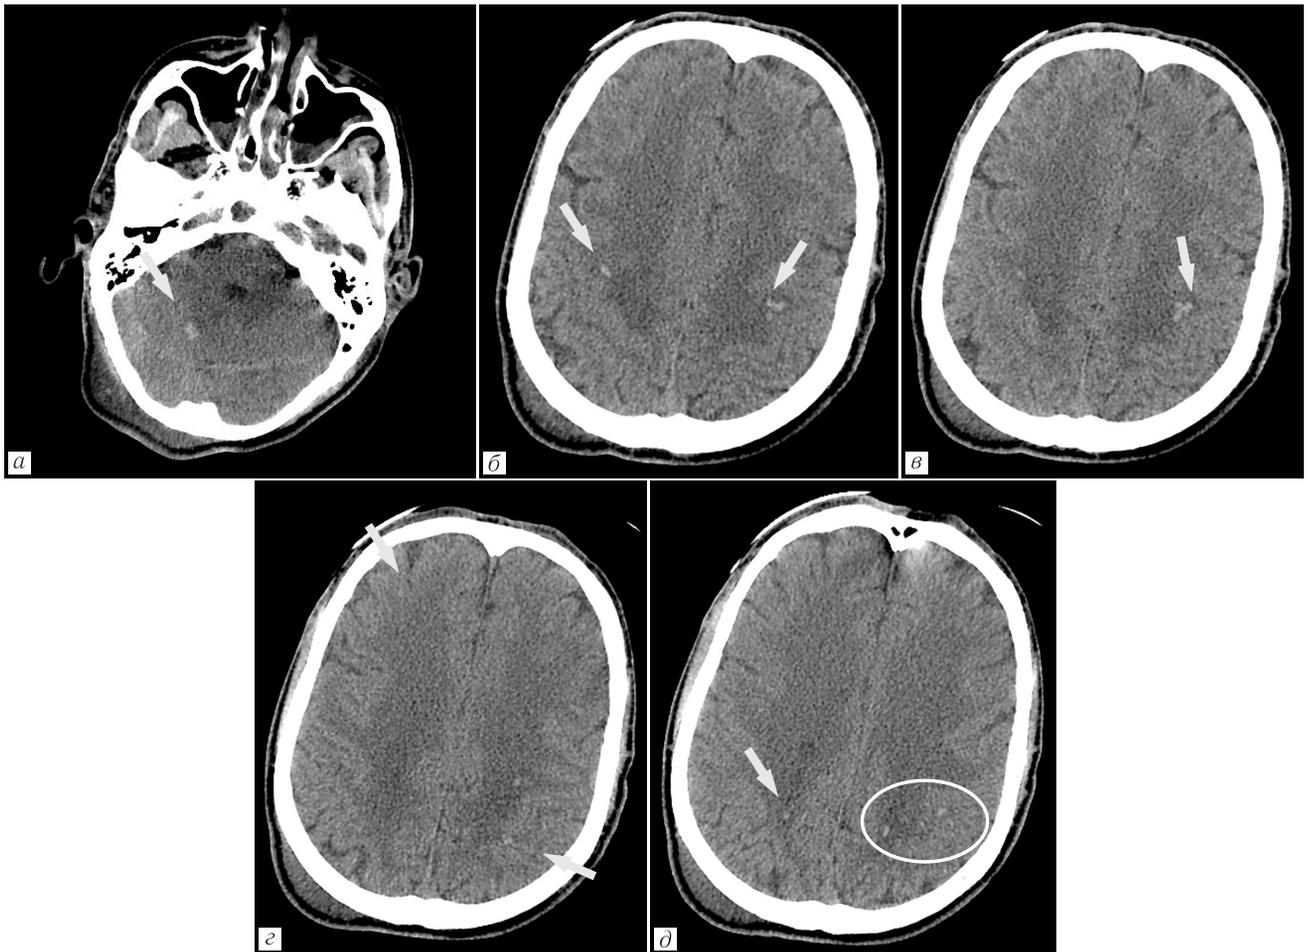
Пациент Б., 42 года. Острое отравление метадонном. Постреанимационная болезнь. Нативная СКТ головного мозга, аксиальные срезы. Определяются мелкоточечные и мелкоочаговые кровоизлияния неправильной формы в правой гемисфере мозжечка, обеих полушарий головного мозга. Пансинусит (а–д)
